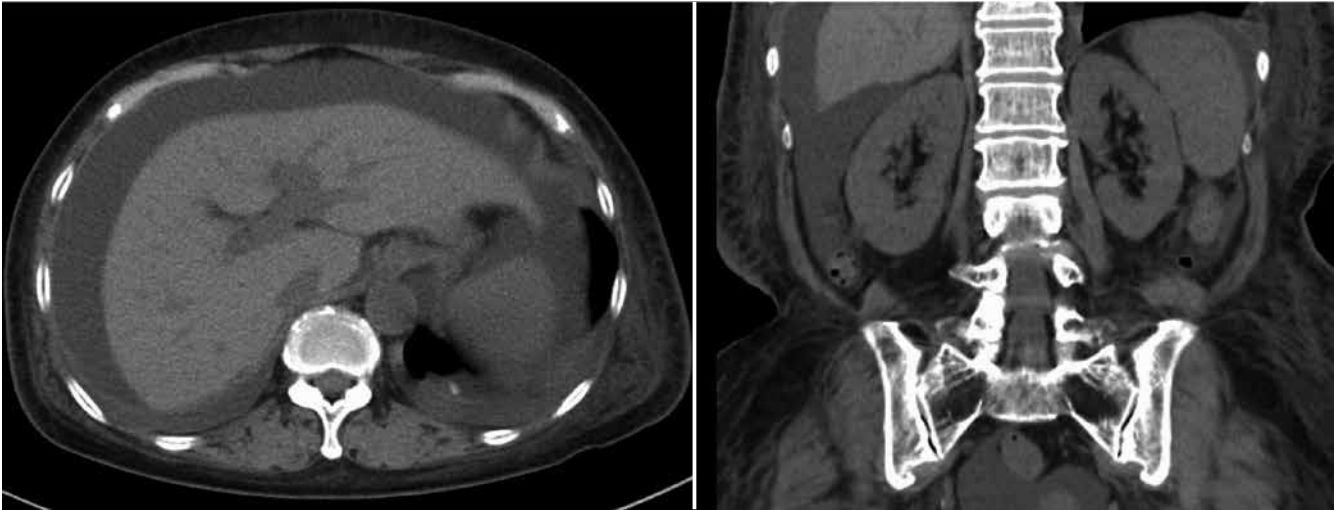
Abdominal CT scan without contrast obtained on the 8th day of hospitalization showing massive ascites
